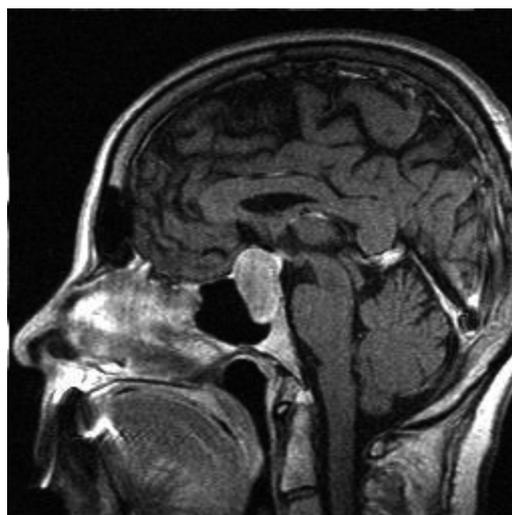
(а–г) Исходные томограммы больной Г., 26 лет с аденомой (пролактиномой) гипофиза в сочетании с синдромом Киари –II до лечения (2007 г.); а – фронтальное, б – сагиттальное сечения. Размеры пролактиномы 17×12×11 мм. Назначенная терапия бромокриптином (2,5 мг в неделю), магнерот (1 т 3 р.д., глицин форте 0,1×3 р\сут.). (в–г), та же больная в 2010 г – остаточные явления – микроаденома до 4×3 мм в левом крыле гипофиза, смещение ножки гипофиза влево до 2 мм, синдром Киари II сохраняется. Практически произошел полный регресс аденомы, восстановился цикл, прекратилась лакторея. Несколько увеличилась шишковидная железа с формированием небольшой кисты 7×4 мм. Полностью освободился хиазмальный перекрест, отмечает улучшение зрения. Однако в левом крыле гипофиза сохраняются признаки микроаденомы, в связи с чем наблюдение продолжается
